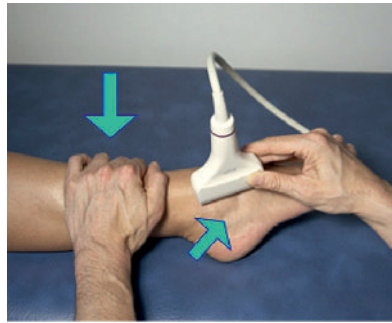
Handhabung des sonografischen Instabilitätstests am OSG.
